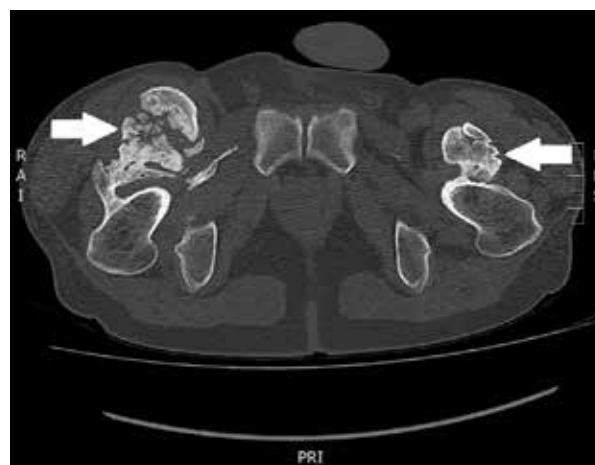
TC de Pelvis. Regiones hiperdensas bilaterales desde espina ilíaca anteroinferior hasta tercio proximal de fémur, donde se aprecia el “fenómeno de zona” de las lesiones (flechas).
